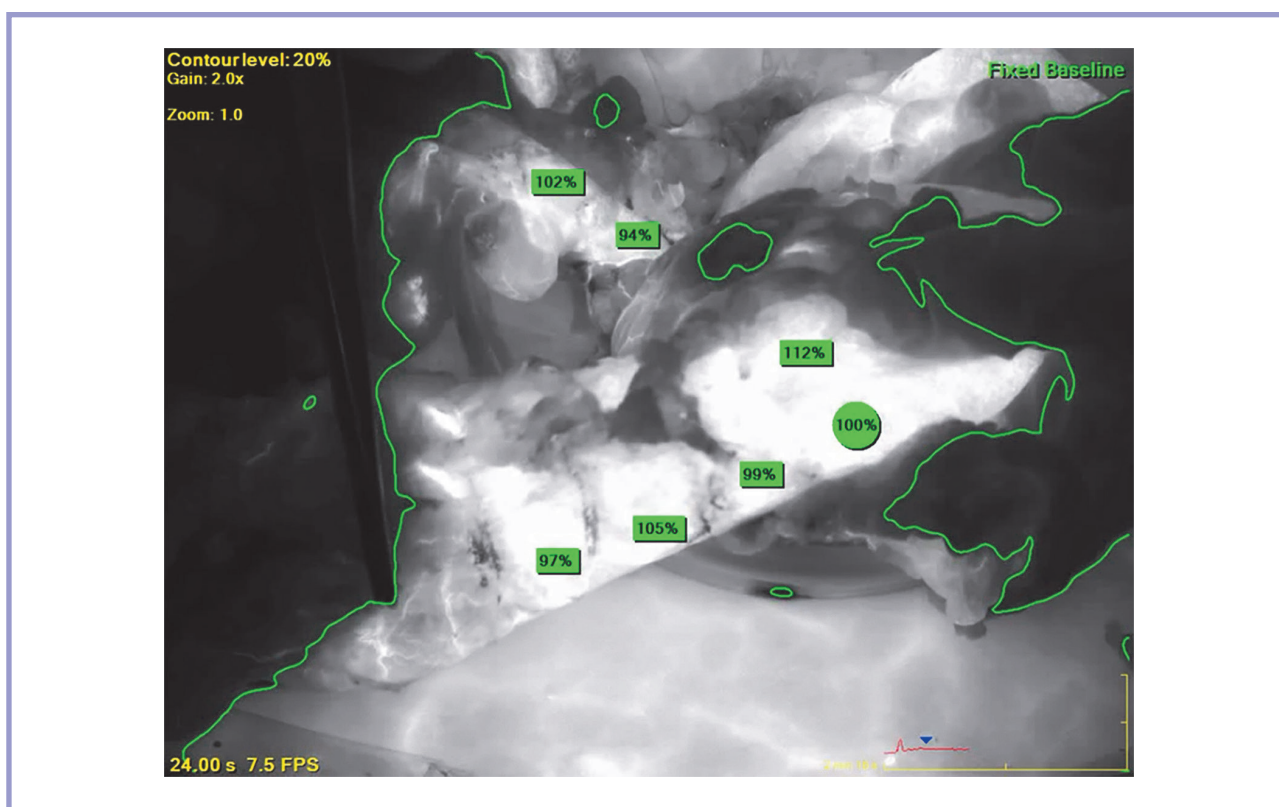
Интраоперационная фотография экстракорпорального этапа резекции сигмовидной кишки и количественной оценки перфузии с использованием ICG-флуоресцентной системы (SPY).
